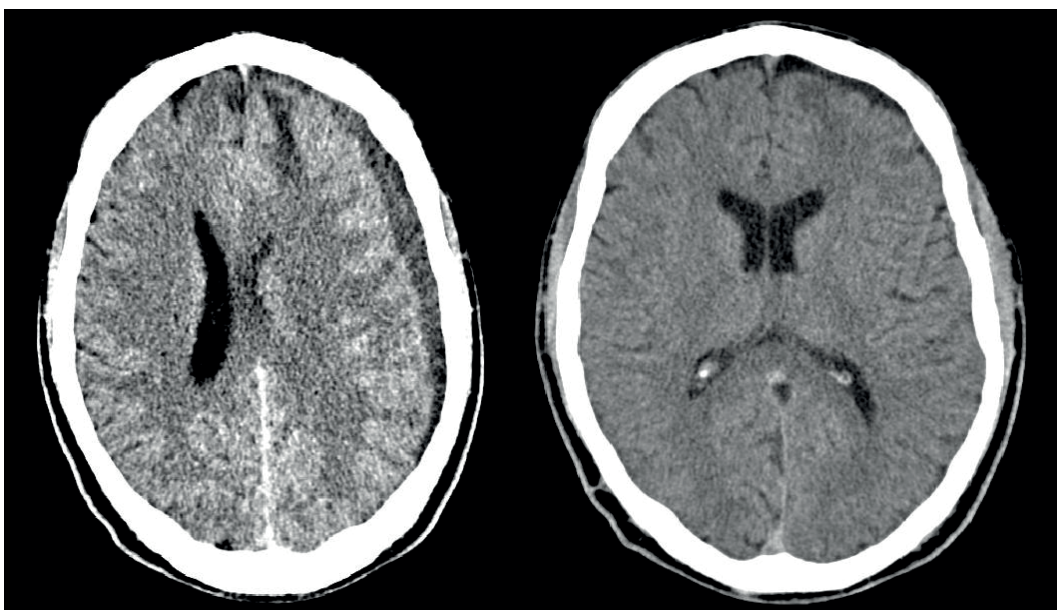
Пациент О., 29 лет. КТ- головного мозга. Клини-ческий пример №2
